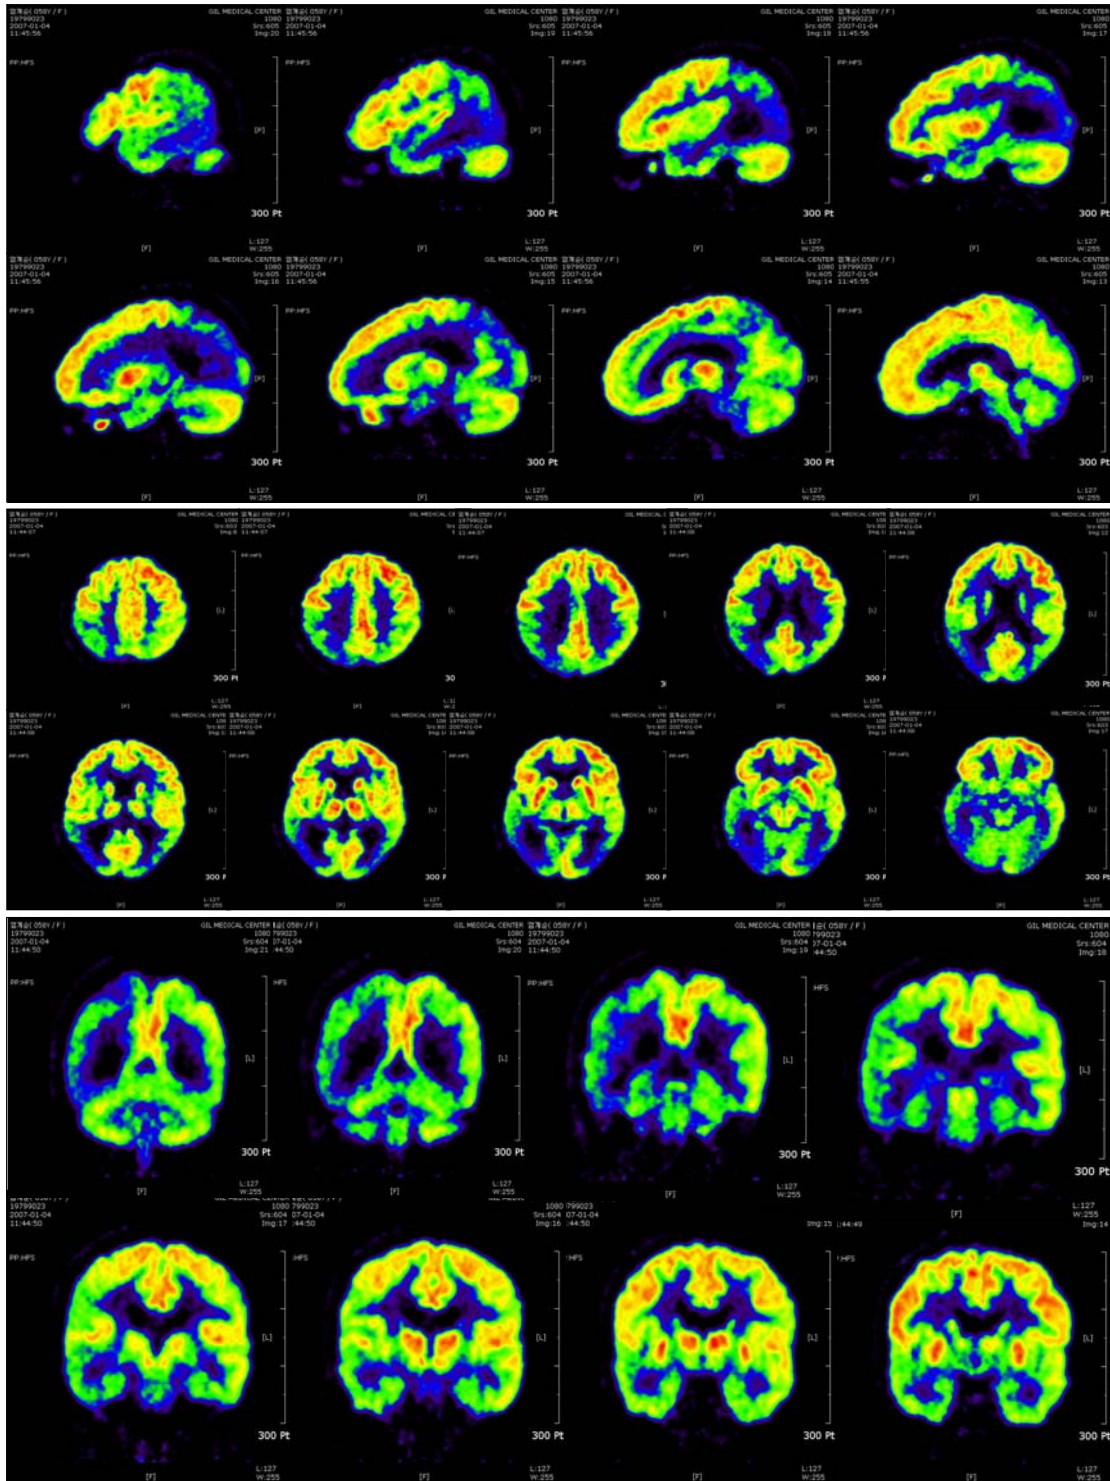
Brain F18-FDG PET image shows marked hypometabolism involving bilateral temporo-parieto-occipital areas, more prominent right than left hemisphere.
